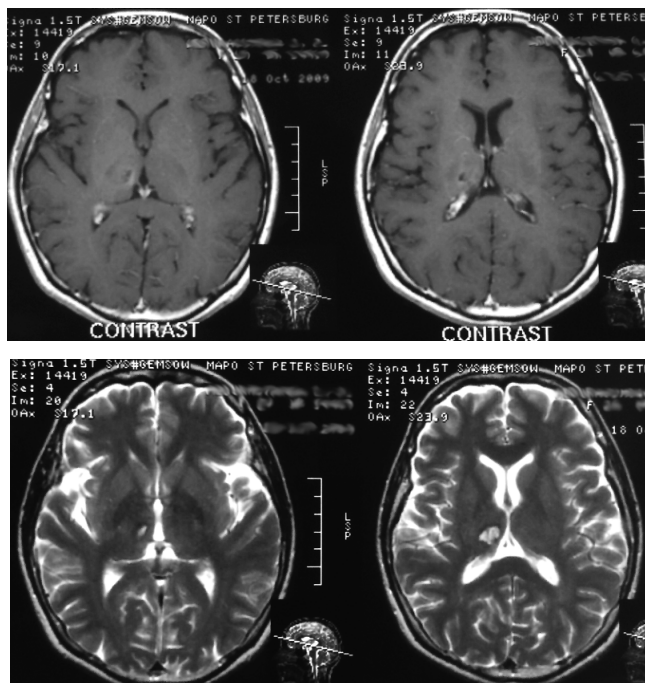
МРТ контроль через 4 месяца. Отмечается значительное уменьшение участка поражения в области правого таламуса по сравнению с предыдущими исследованиями. Признаков вазогенного отека и объемного воздействия на окружающие структуры головного мозга не выявлено.
